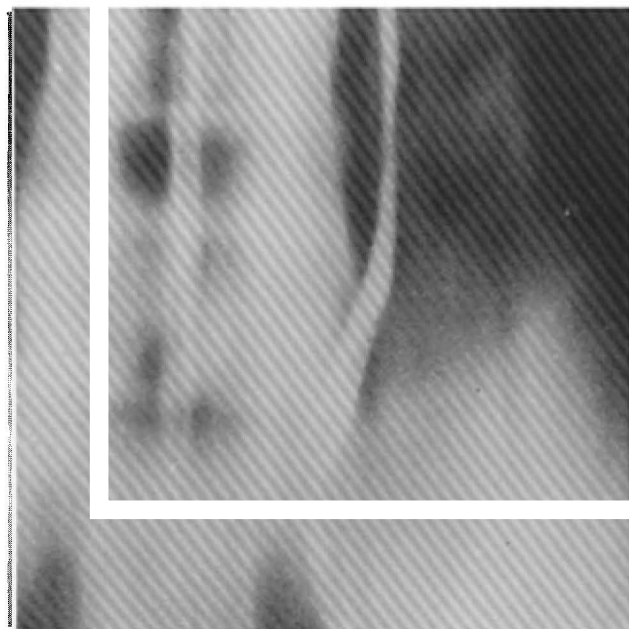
Caso n^o 2. Tomografia: imagem lacunar vermiforme, sugestiva de tumor de ureter.
